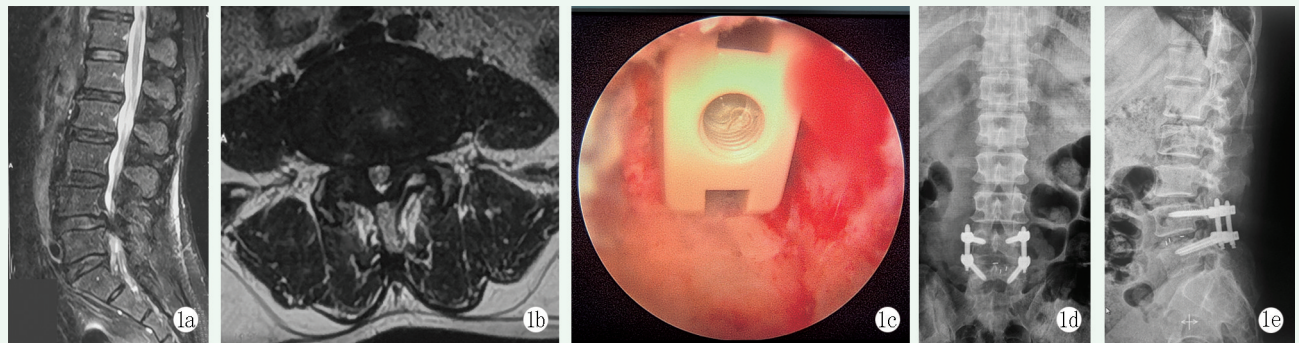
患者，女，51 岁。1a: 术前 MRI 检查显示 L_{4/5} 髓核脱出，硬膜受压，椎管狭窄；1b: 术前横断位 MRI 检查显示为 L_{4/5} 椎间盘突出、黄韧带肥厚，椎管狭窄；1c: 行 UBE 椎间盘切除 PLIF，内镜下置入融合笼架；1d: 末次随访，正位 X 线片显示融合器居中，内固定无松动；1e: 末次随访，侧位 X 线片显示椎间融合良好。
